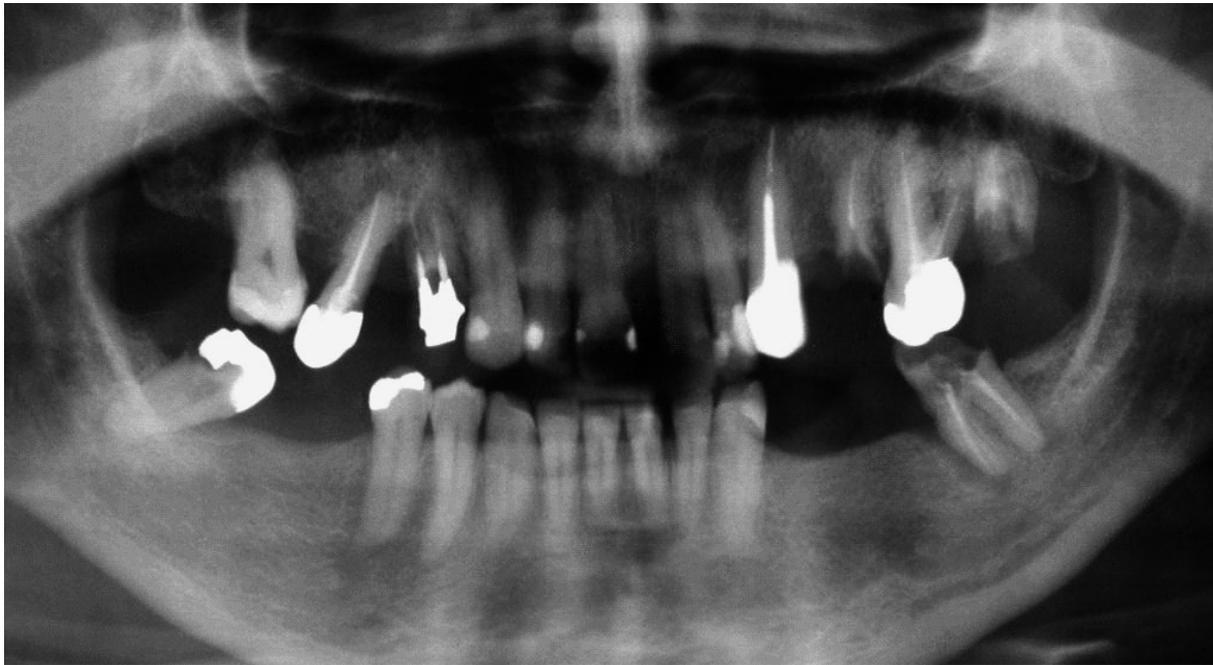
Radiografia panorâmica inicial da paciente VM.
